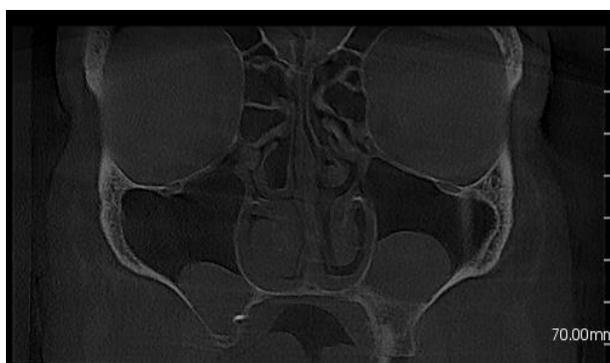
компьютерная томография околоносовых пазух (фронтальная плоскость), в правой ВЧП визуализируется рентгенконтрастное инородное тело - пломбировочный материал.
